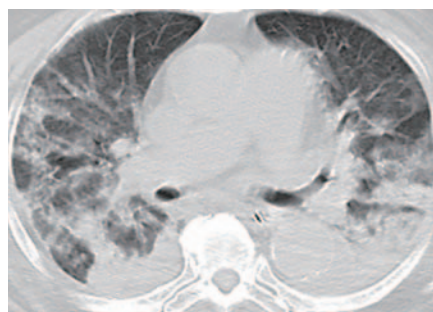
ARDS 患者胸部病变沿重力依赖区分布的 CT 图像
